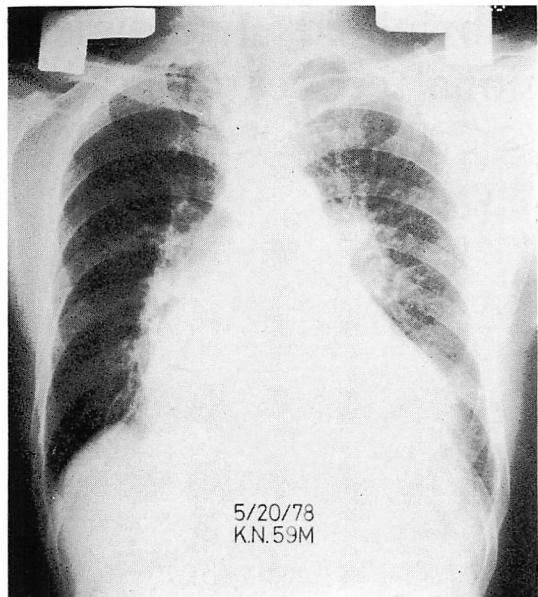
Chest roentgenogram taken on admission.
